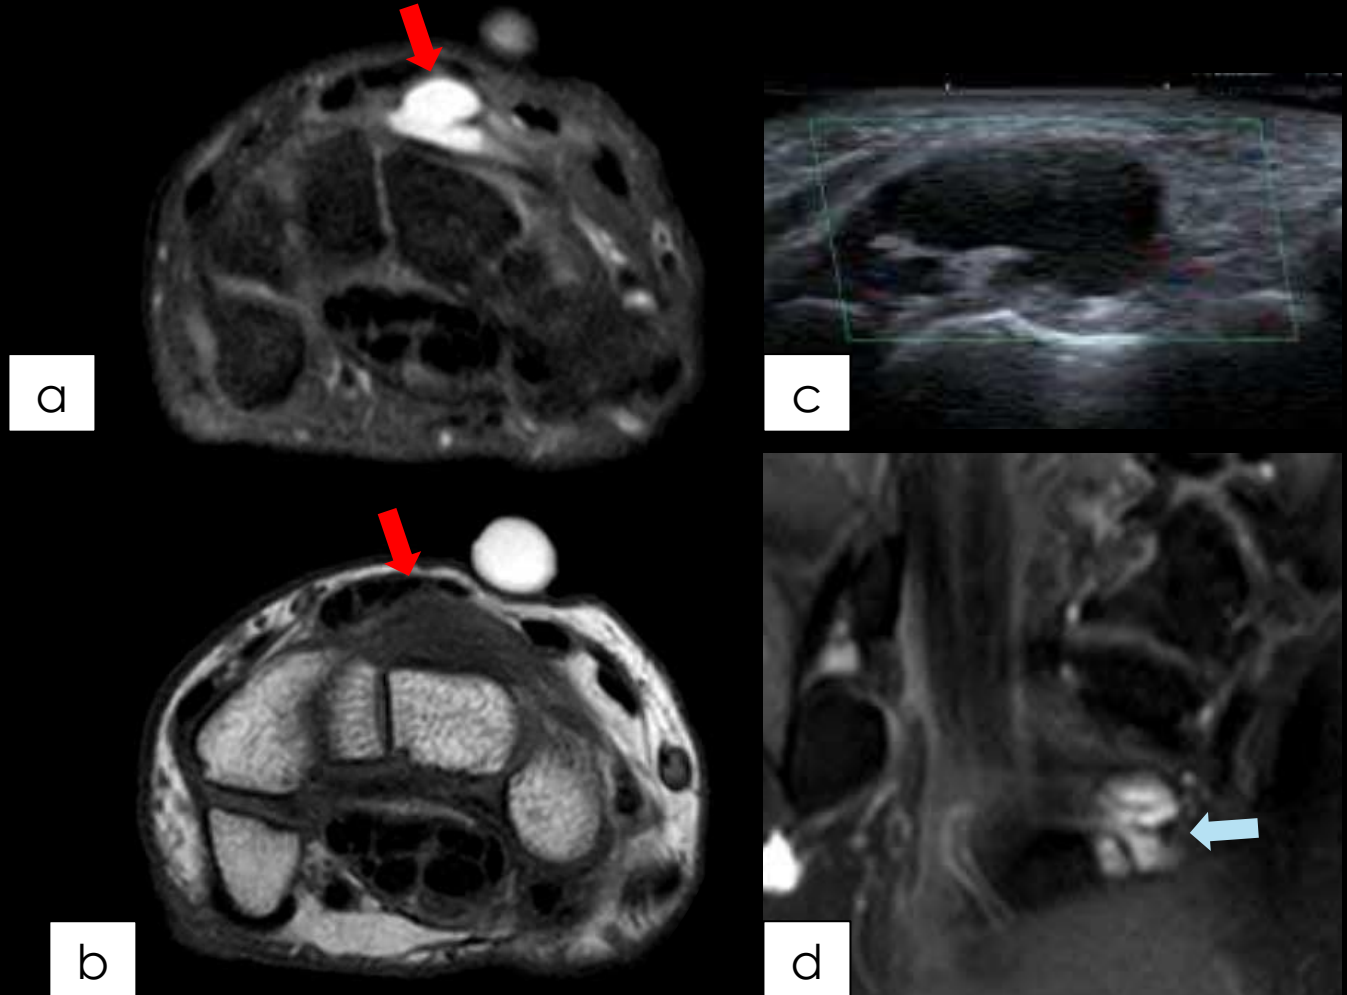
a y b) RM muñeca corte axial secuencias T1-TSE y STIR, respectivamente, de un paciente con clínica de neuropatía del mediano, en el que se observa una lesión ovoidea en el trayecto del nervio mediano, de señal hipointensa en T1 e hiper en T2, compatible con neurinoma. Obsérvese su morfología fusiforme característica en el corte coronal (c). d) RM DP-SPAIR axial de otro paciente con la misma clínica, en la que se observa un nervio mediano engrosado y con alteración de señal, compatible con síndrome de túnel del carpo.
